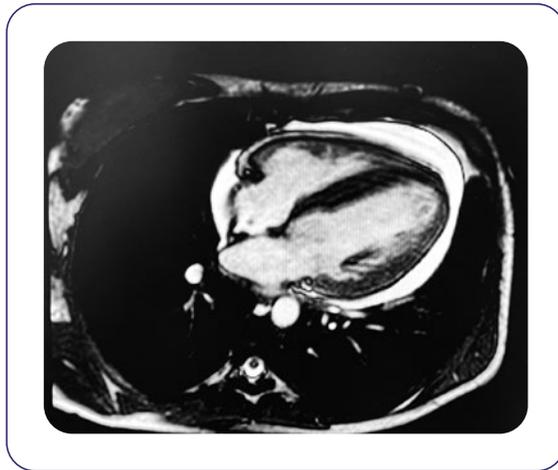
Resonancia magnética cardiaca.
